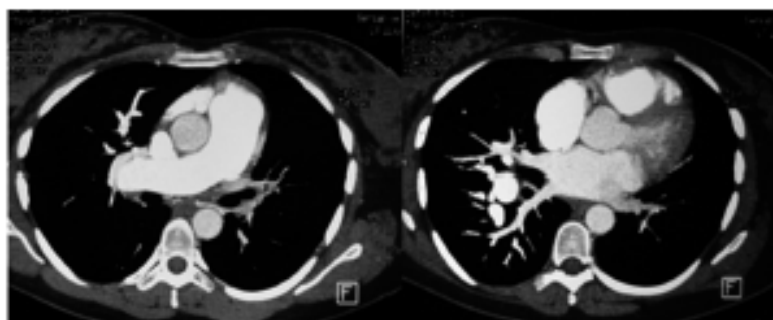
Angio TC de tórax revela ausencia de arteria pulmonar izquierda.
